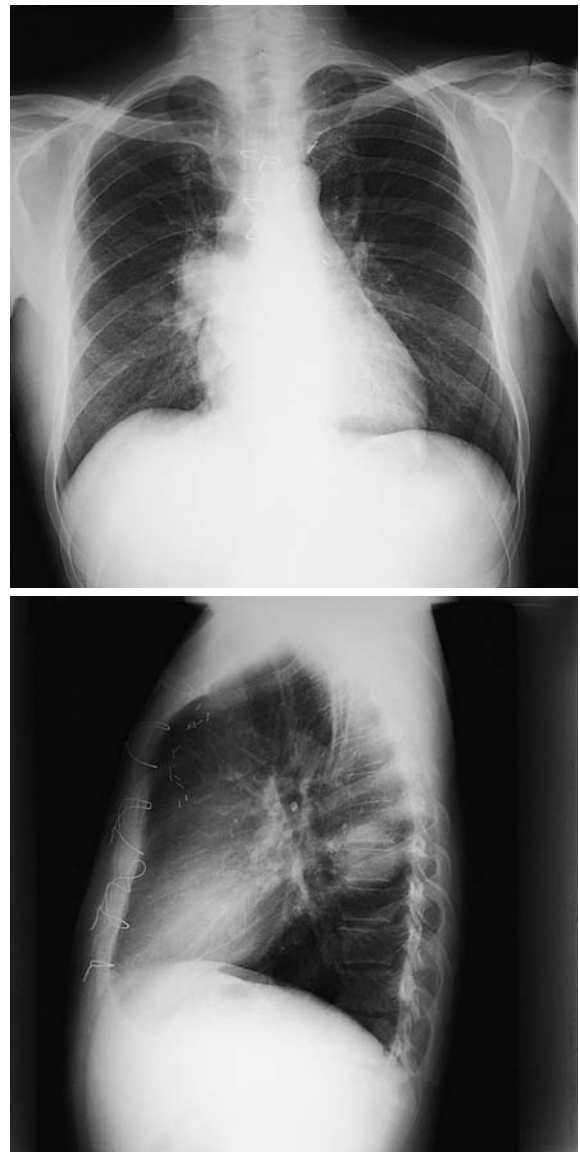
Röntgenthoraxbild eines 57-jährigen Patienten 5 Wochen nach einer Herztransplantation mit einem Rundherd im rechten Unterlappen. Differenzialdiagnostisch kommen hier ein Abszess, ein Interlobärererguss oder eine Pilzpneumonie in Frage. In der PSB und BAL konnte *Serratia marcescens* nachgewiesen werden
